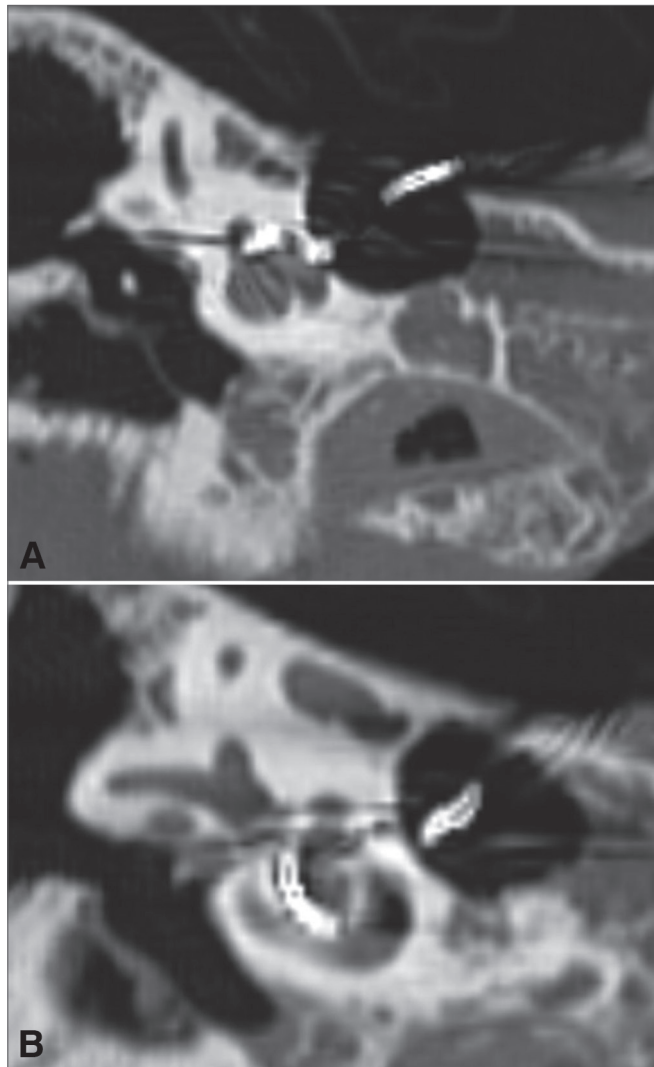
A-B: Tomografia computadorizada de alta resolução de um osso temporal direito. Corte coronal, janela óssea, mostrando a inserção do feixe de eletrodos desde o giro basal da cóclea (A) até o apical (B).
